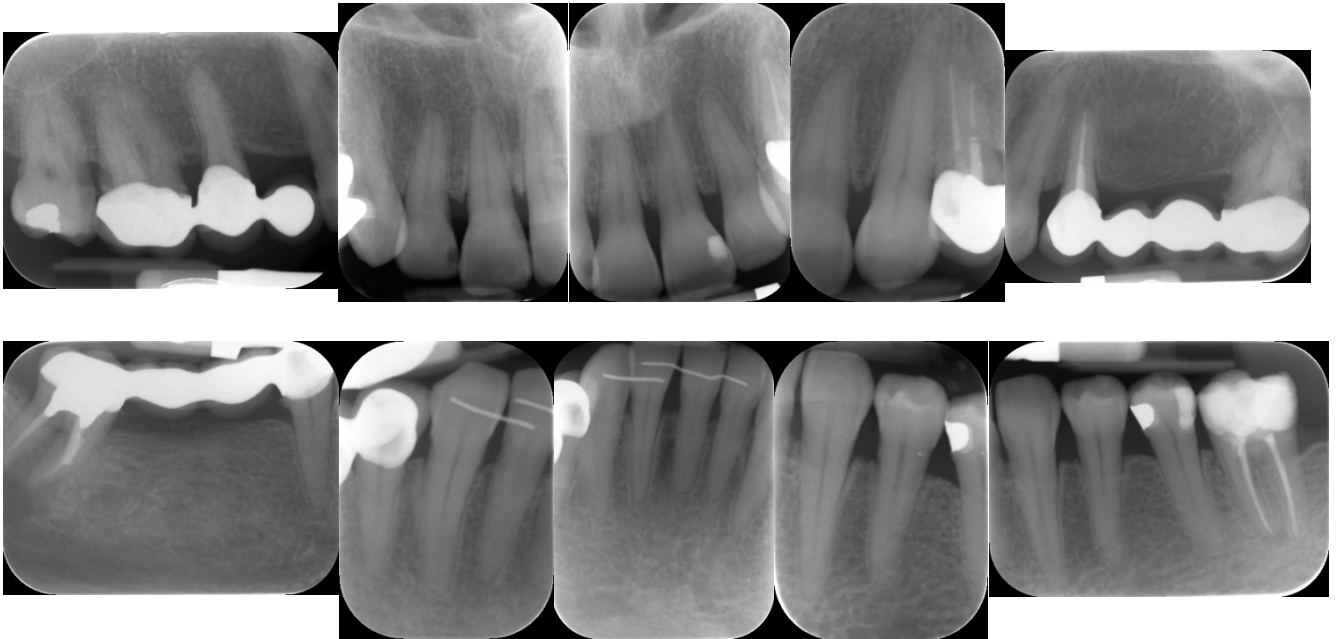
Serie radiográfica periapical inicial
